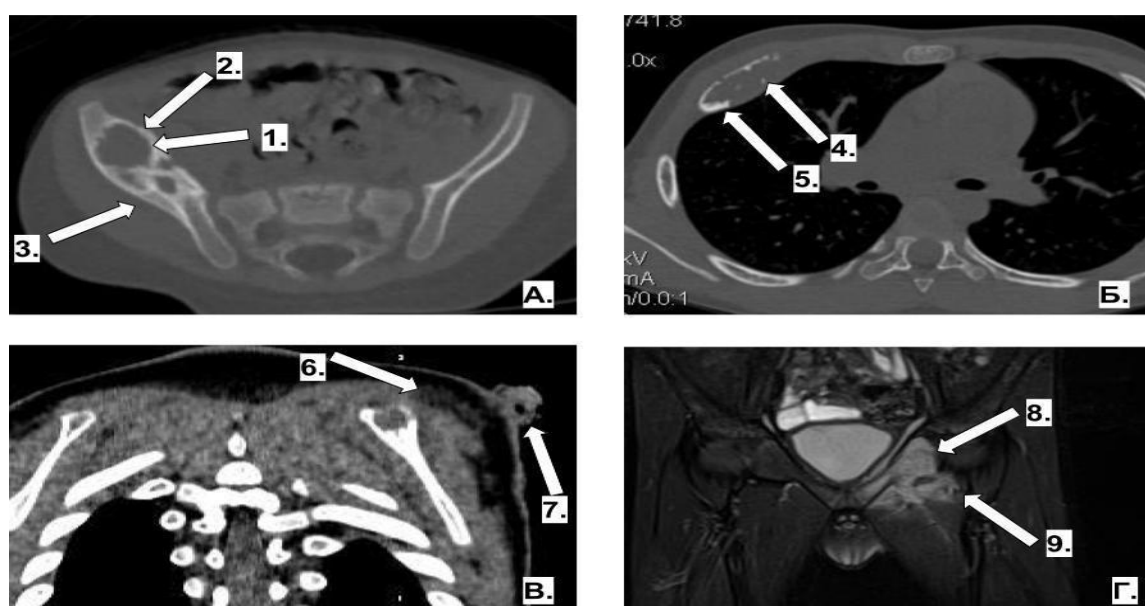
а - Пациент С., 1 год (и\б № 1123). КТ костей таза, аксиальная проекция, костное окно. Полость деструкции (1), “вздутие” костной ткани (2) и периостит (3);
